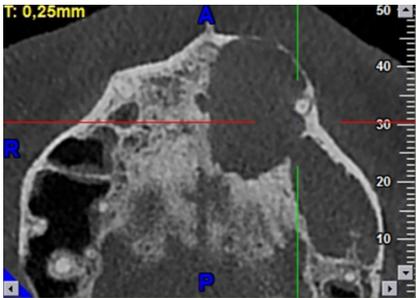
CBCT. Corte Axial
